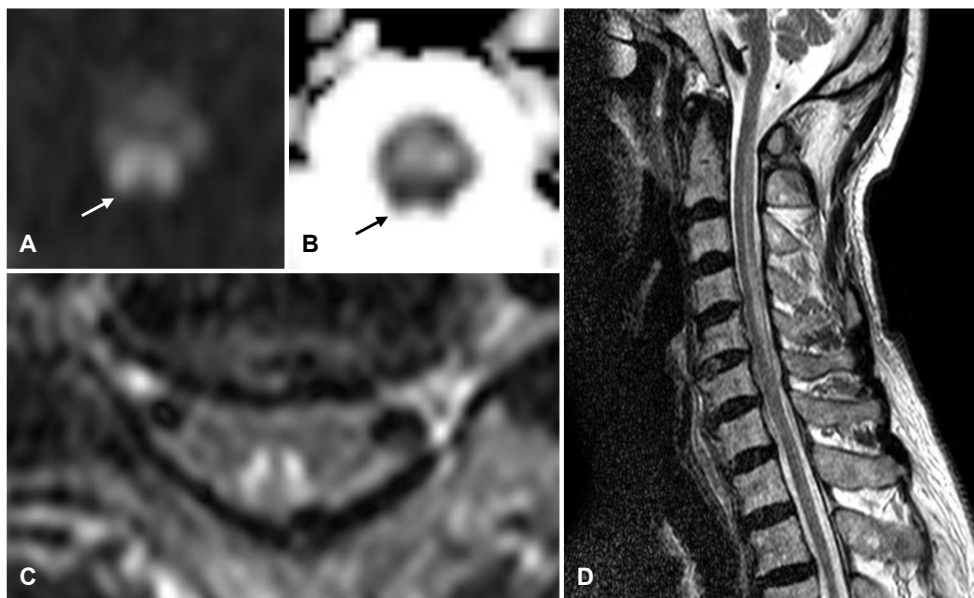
MRI shows high signal intensity on diffusion-weighted imaging (arrow) (A), and low signal intensity on ADC map (arrow) (B), in dorsal column of upper cervical spinal. (C) Axial T2-weighted cervical MRI shows 'Inverted V sign' in posterior column of cervical spinal cord. (D) Sagittal T2-weighted cervical MRI shows high signal intensity in dorsal column of C1-C6 cervical spinal cord. MRI; magnetic resonance imaging, ADC; apparent diffusion coefficient.
